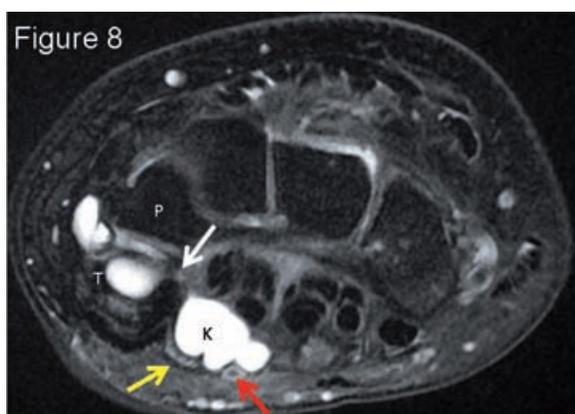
Coupe IRM axiale T2 Fat Sat à hauteur de la partie basse de l'articulation pisotriquétrale. Un kyste (K) de la loge du Guyon vient au contact de l'artère ulnaire et refoule le nerf ulnaire qui est étalé. On distingue un fin pertuis (flèche blanche) le reliant à l'articulation pisotriquétrale. Flèche jaune = branche superficielle sensitive du nerf ulnaire. Flèche rouge = artère ulnaire. P = pisiforme, T = triquétrum.
